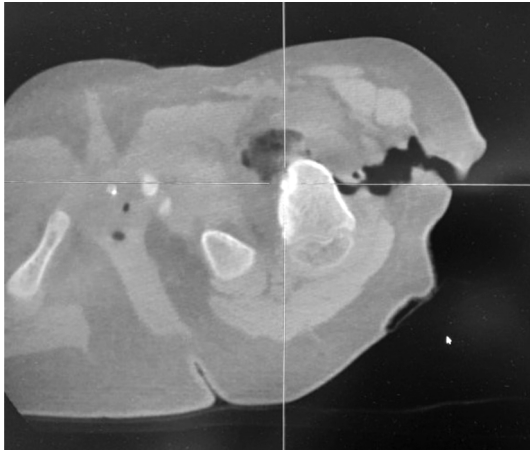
Очаг литической деструкции с веретенообразным ободком склероза на КТ-изображении.
